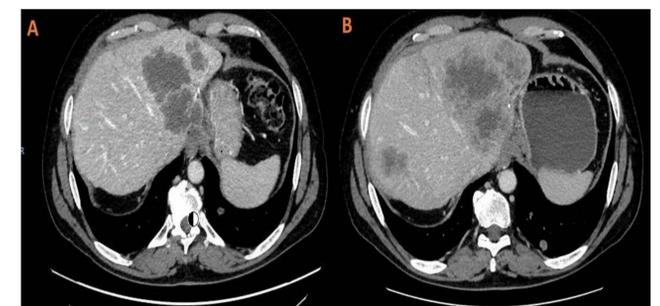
Imágenes de TC: A) Metástasis hepáticas en Junio 2021, B) Progresión hepática en Septiembre 2021
